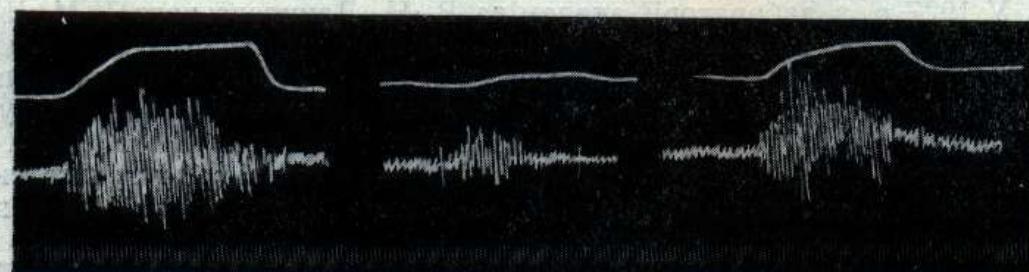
Вплив паузи при збереженному кровообігу на ергограму і біоструми стомленого м'яза (з досліду № 12).
